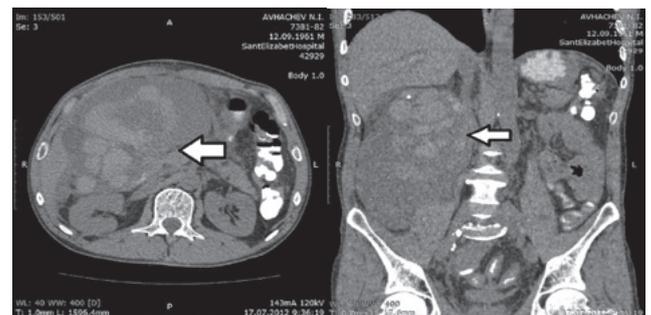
Спиральная компьютерная томография: стрелками указана посттравматическая киста забрюшинного пространства
